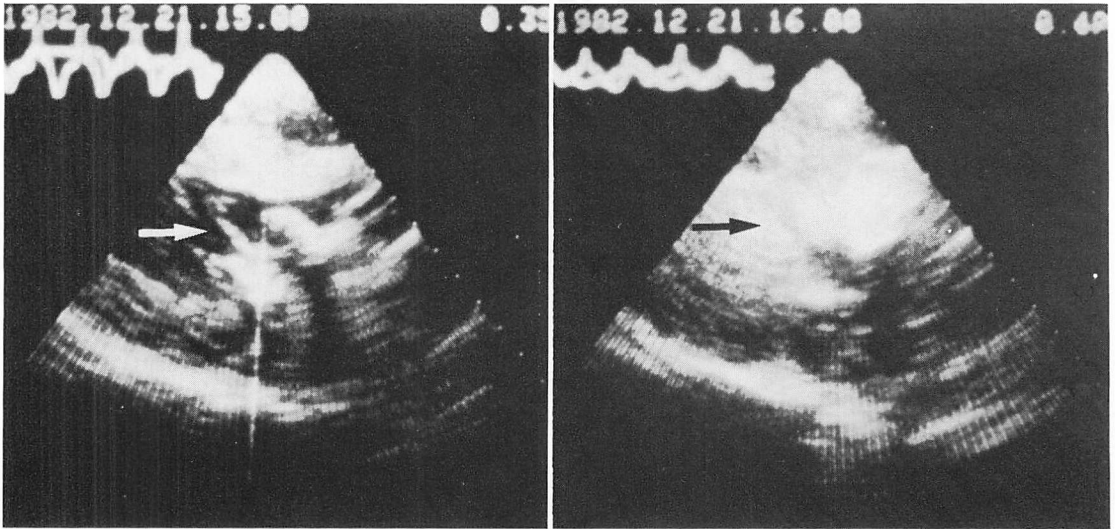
Contrast echo studies by left atrial injection (left) and by left ventricular injection through the catheter inserted retrogradely by echocardiographic guidance (right).
